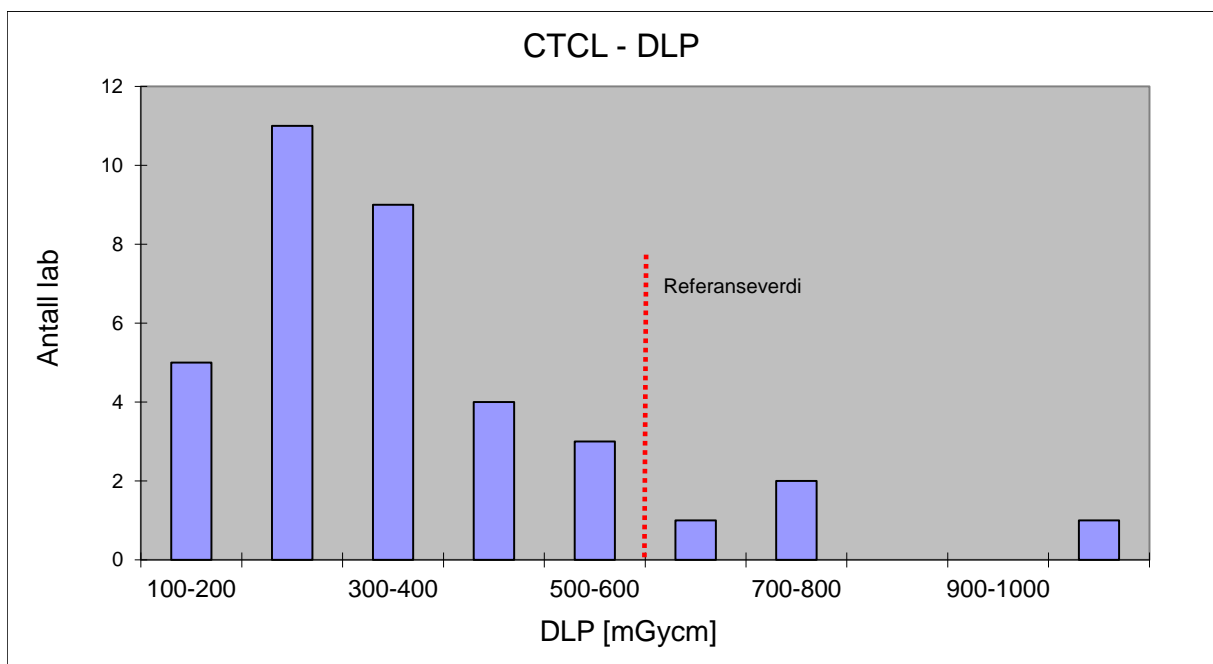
Fordeling av de innsamlede DLP verdiene for CT lumbalcolumna. I tillegg vises den nasjonale referanseverdien (NRV) på 600 mGycm som var gjeldende på tidspunktet før innsamlingen.
